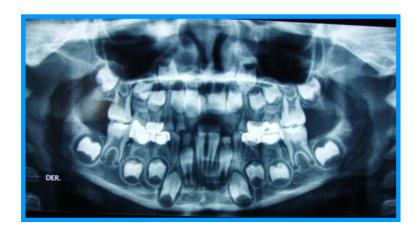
Radiografía panorámica donde se observa de forma integral la dentición primaria y la permanente en formación. FP.
